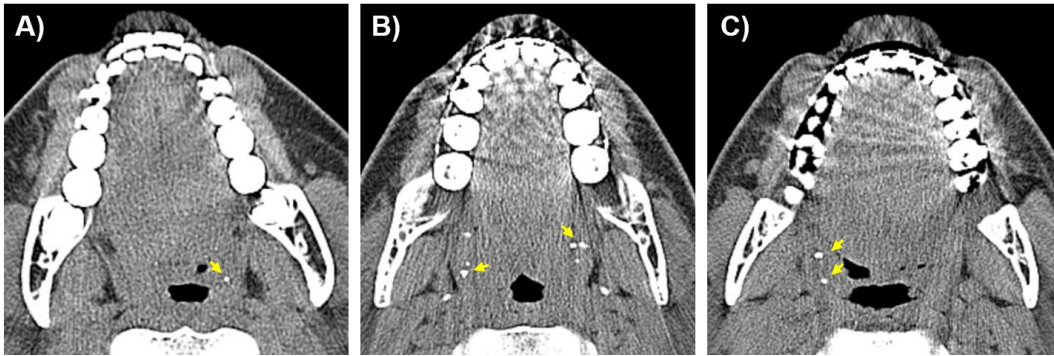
Distribution characteristics of tonsilloliths on axial CT images. A) Single tonsillolith, B) Multiple, clustered tonsilloliths, C) Multiple, dispersed tonsilloliths
